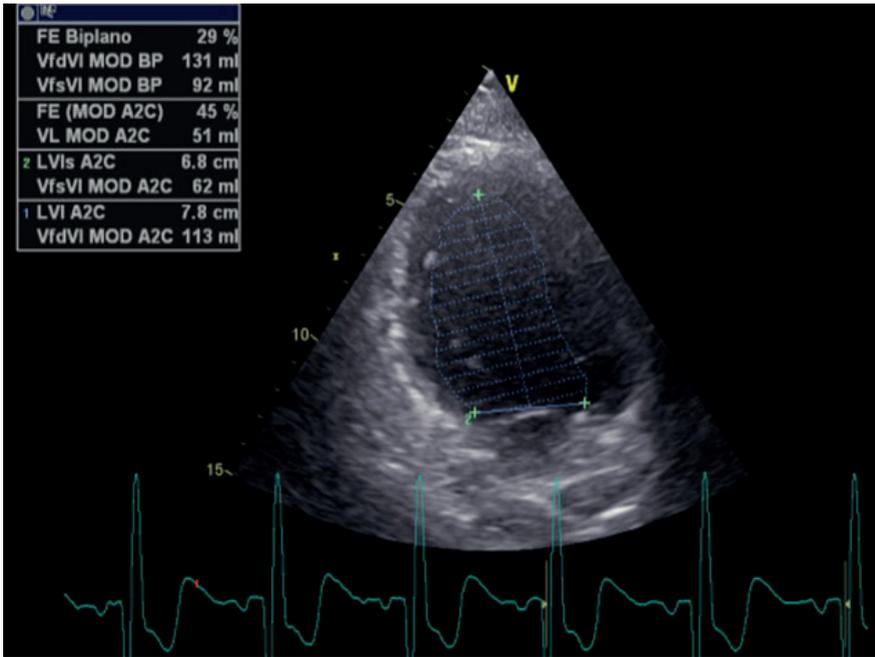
Ecocardiografía transtorácica que evidencia fracción de eyección reducida
